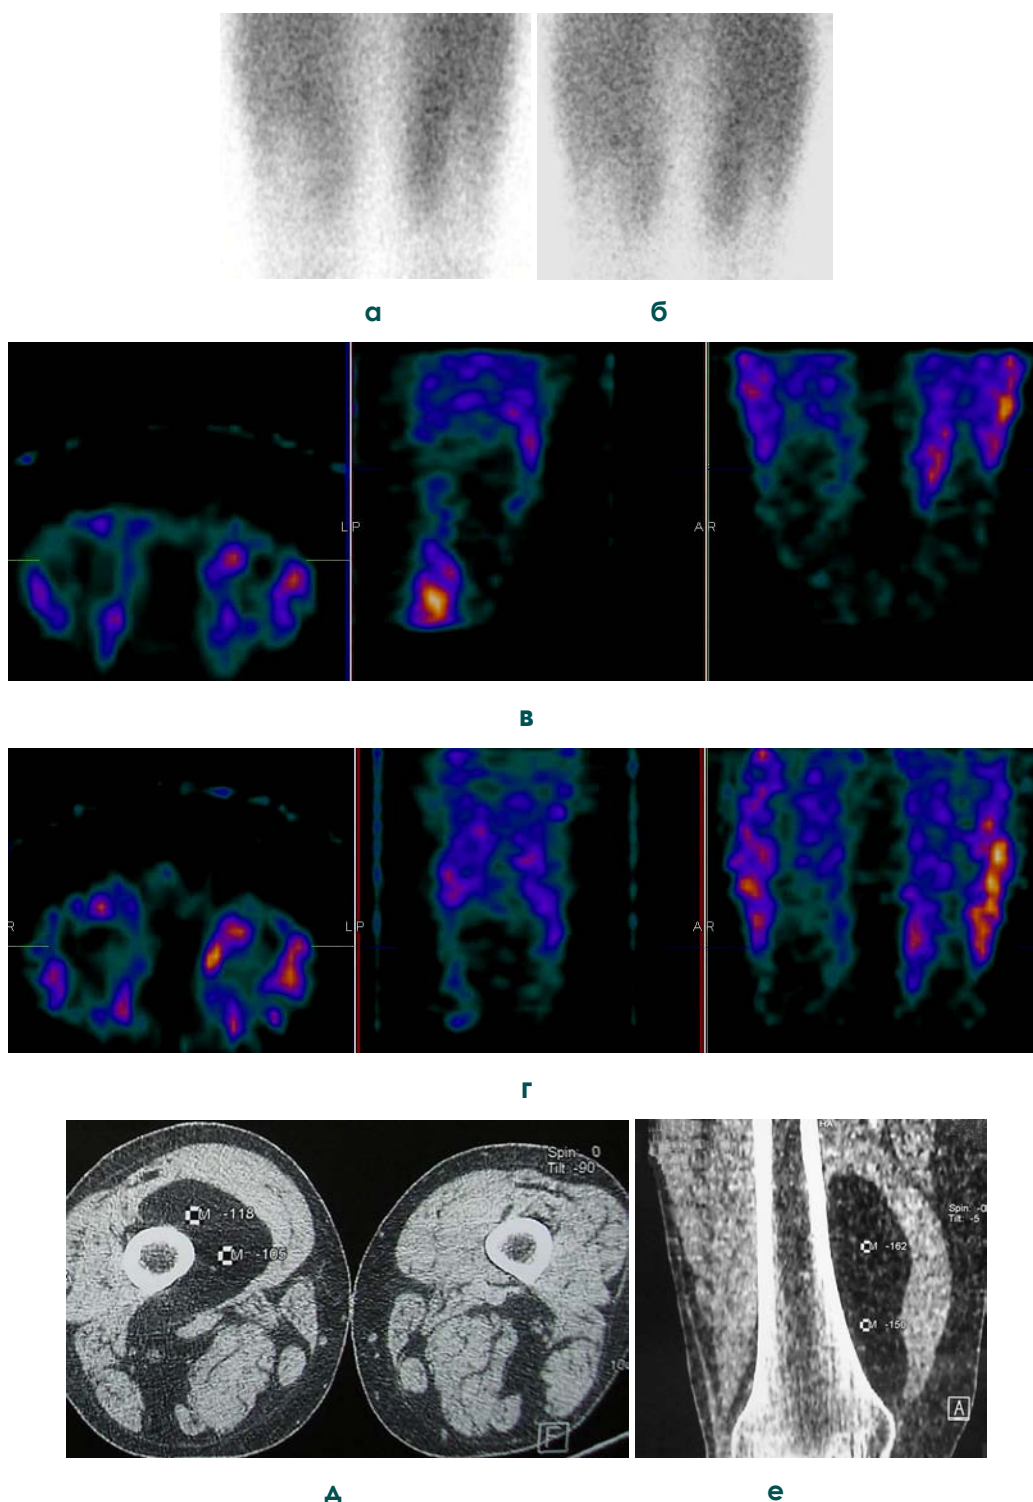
(а, б, в, г, д, е). Сцинтиграфия с ^{199}Tl -хлоридом: «негативная» визуализация опухолевого процесса. Больной Г., 54 года. Высокодифференцированная липосаркома мягких тканей нижней трети правого бедра.
